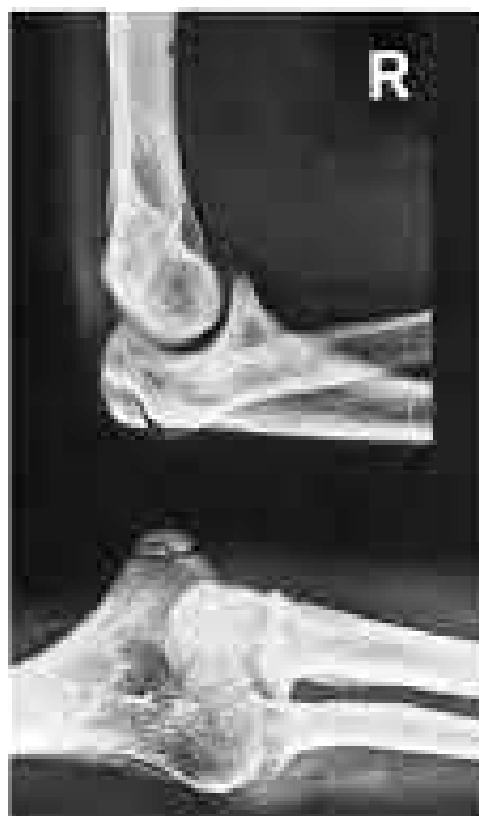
Radiographie du coude droit à l'âge de 17 ans. Luxation de la tête radiale (49)
